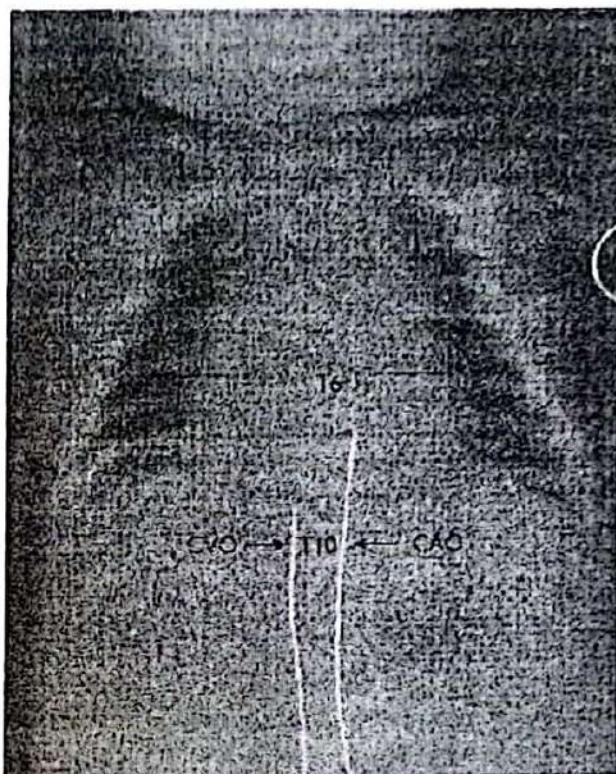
Radiografie indicând pozițiile vârfurilor cateterului ombilical.
